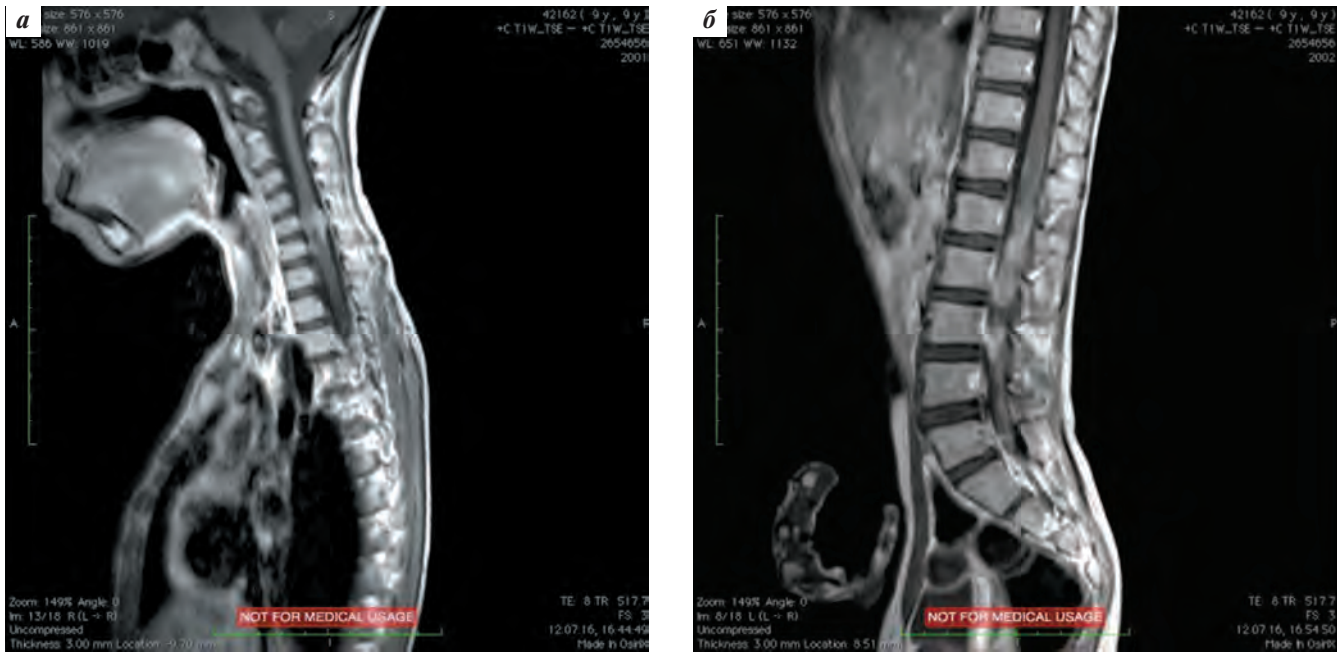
Пациентка А., 11 лет, магнитно-резонансная томография головного (а) и спинного (б) мозга: участки патологического накопления парамагнетика с вовлечением спинного мозга с его утолщением и отеком
